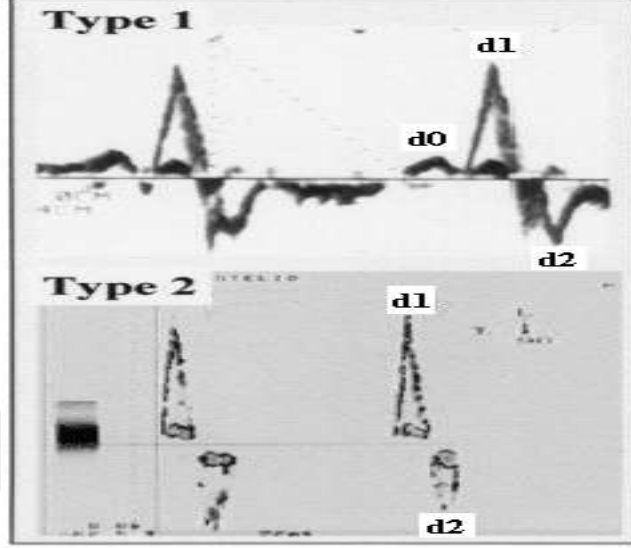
Mitral akımı ve SAA doku Doppler görüntülemesi
